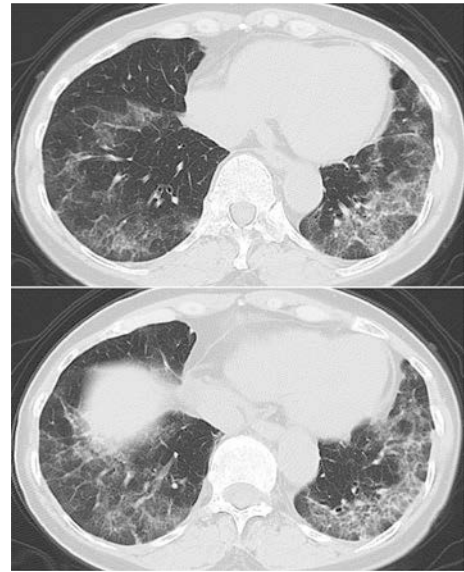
Chest CT showed ground-glass opacities with traction bronchiectasis on bilateral lower lobes. CT findings were interpreted as having a cellular and fibrotic non-specific interstitial pneumonia pattern.
